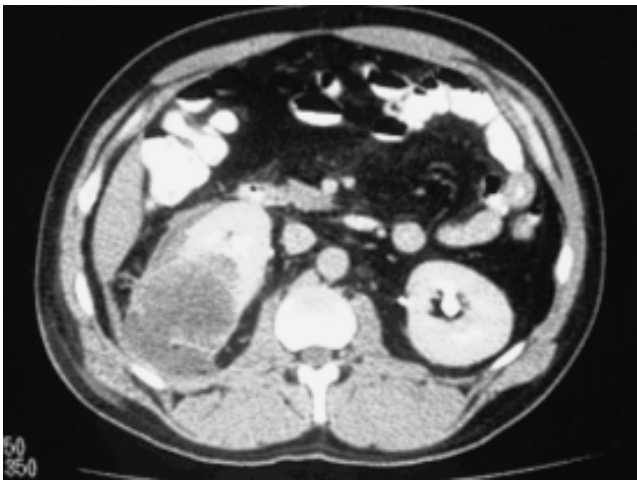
TC paciente con quiste renal + hematoma.
